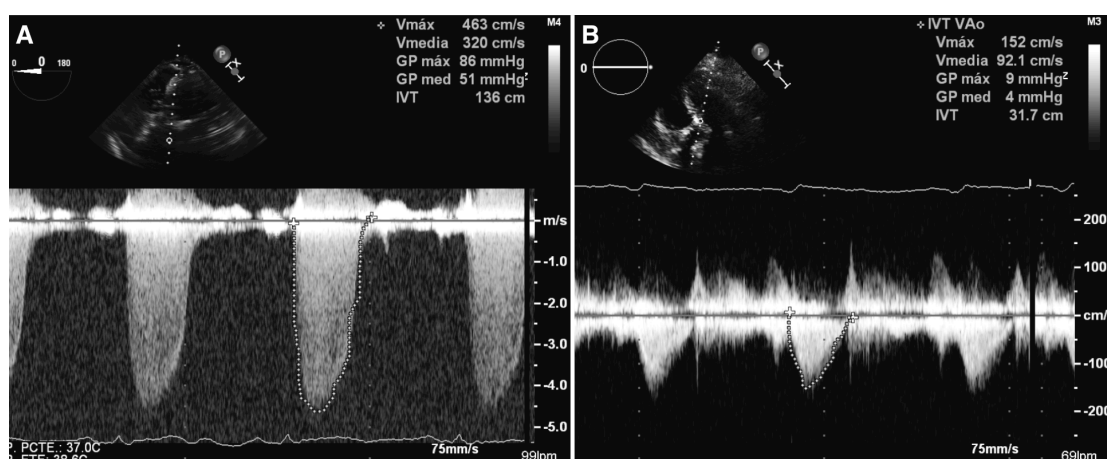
Gradientes transvalvulares por ecocardiograma, antes (A) y después (B) de la intervención de IPVA.
